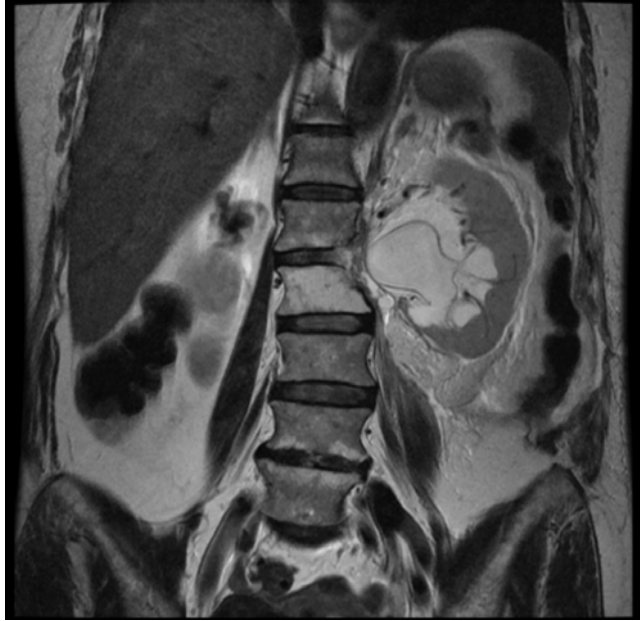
Dilatación de los cálices y la pelvis renal izquierda en la resonancia magnética.
